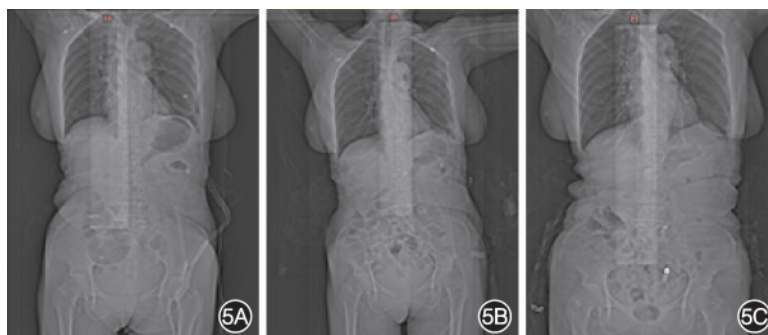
外科术后复查胸腹部平片 5A:术后第3天见胃管积气及右下腹肠管积气明显,考虑胃肠动力欠佳;5B:术后第7天可见小肠些许积气;5C:术后2周肠道积气改善,未见气液平面及腹腔游离气体
